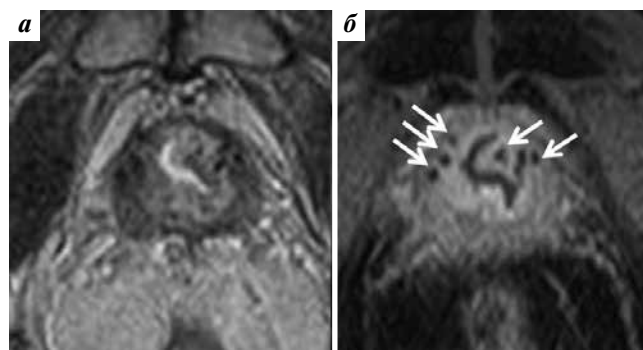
Магнитно-резонансные томограммы малого таза пациента после низкоэнергетической брахитерапии в аксиальной проекции: а – Т2-взвешенное изображение; б – постконтрастное Т1-взвешенное изображение. Стрелками указаны артефакты от радиоактивных источников, имплантированных в ткань предстательной железы
